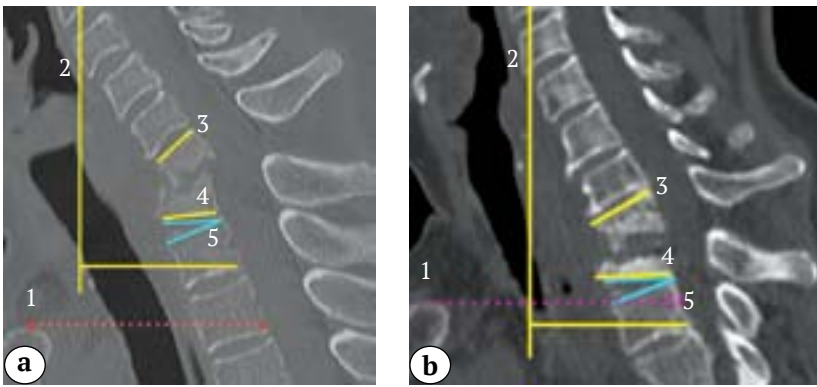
Reconstruction planning scheme: sagittal CT scan showing surgical trajectory (1), cervical sagittal vertical axis C2-C7 (cSVA, 2), local kyphosis (LK, 3), T1 slope (T1S, 4), and neutral thoracic angle (NTA, 5): a – reconstruction without manubriotomy; b – manubriotomy required
